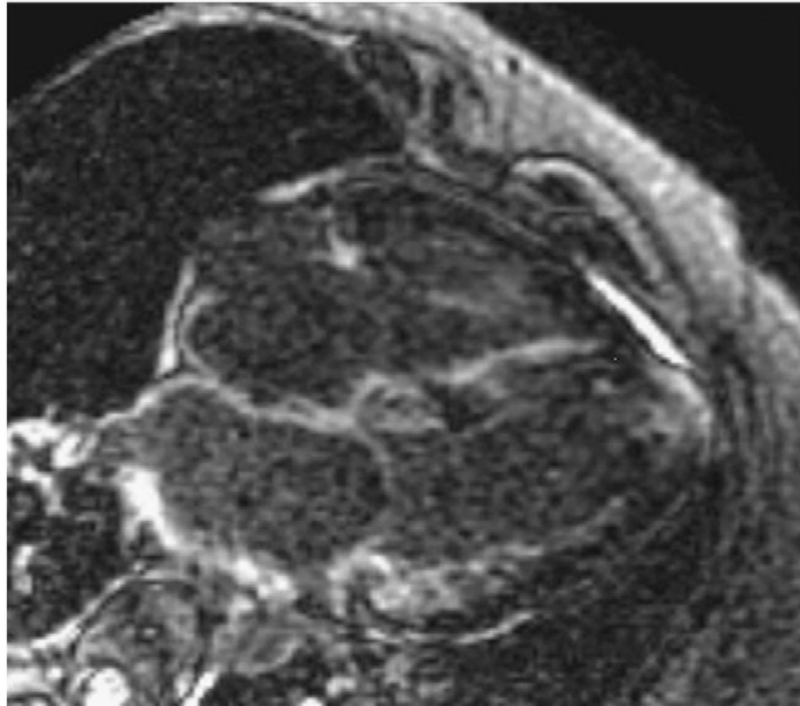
Cardiac MRI in advanced amyloid cardiomyopathy showing thickened ventricular and atrial septum. The white areas in the ventricular and atrial walls are abnormal and represent delayed gadolinium uptake in a typical distribution for cardiac amyloidosis.
